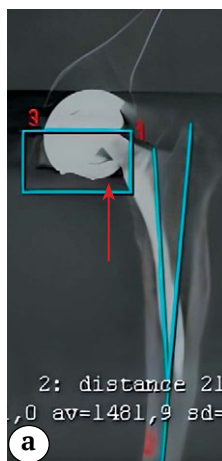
(а). МСКТ: а — фронтальная проекция: децентрация головки бедренного компонента, визуализируются ее правильная форма и фрагмент керамического вкладыша в области шейки бедренного компонента (указан стрелкой)
